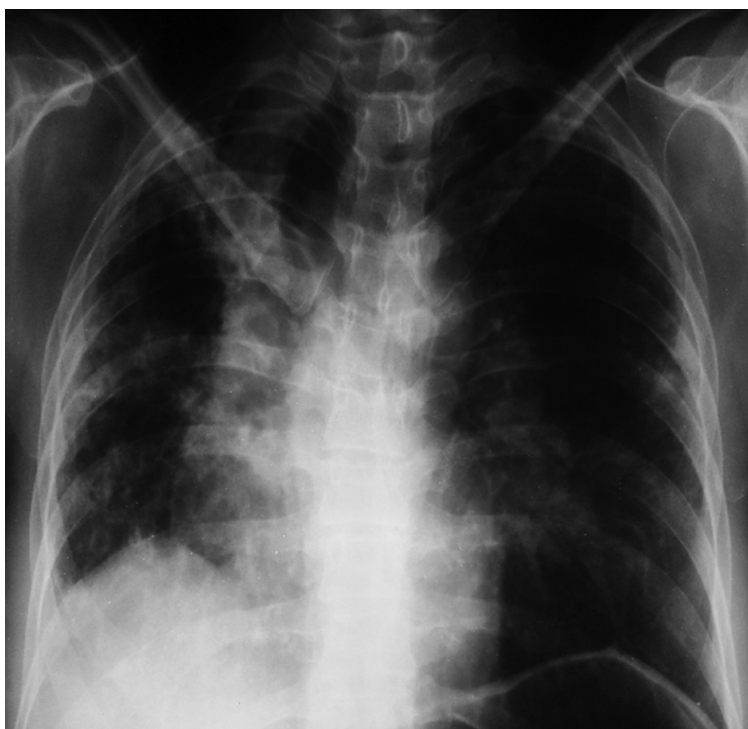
Radiografía de tórax. Engrosamiento peribronquial, mediastino ensanchado con retracción traqueal, elevación de hemidiafragma derecho e hiperinsuflación de pulmón izquierdo.
